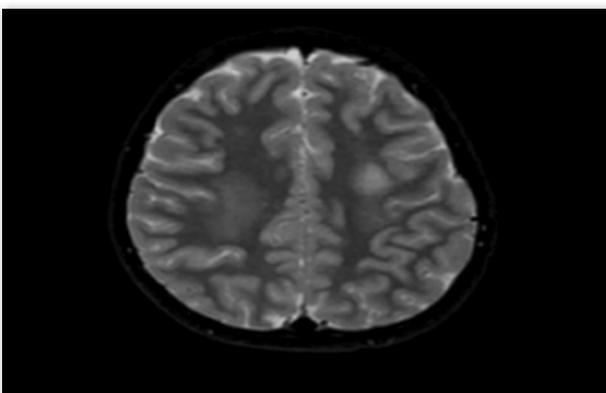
RM en T2. Transverso. Lesiones hiperintensas localizadas en sustancia blanca bifrontal y frontoparietal derecha del centro semioval y corona radiada.
